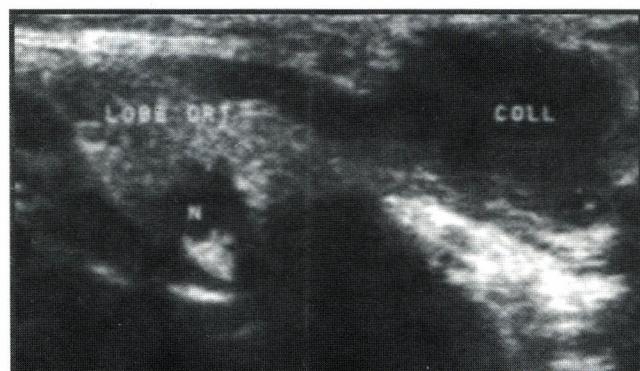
Collection caséuse -Aspect échographique
